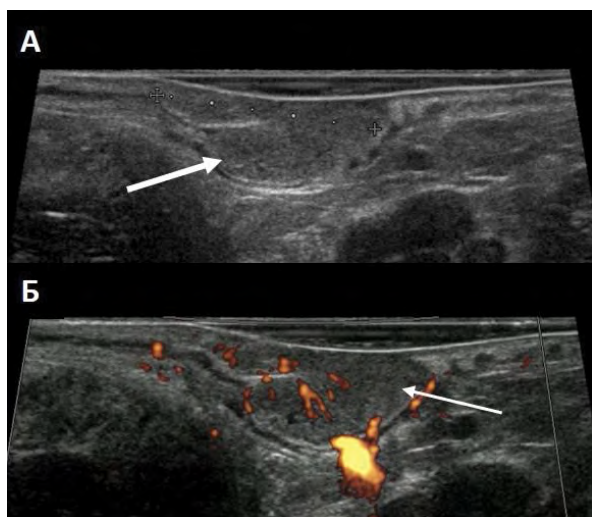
Эхограмма аденокарциномы *in situ*. А – ЭРУЗИ в В-режиме, стрелкой отмечена опухоль. Б – ЭРУЗИ с применением энергетической доплерографии – в ткани опухоли определяется древовидная васкуляризация с участком нарушения ангиоархитектоники (стрелка).
